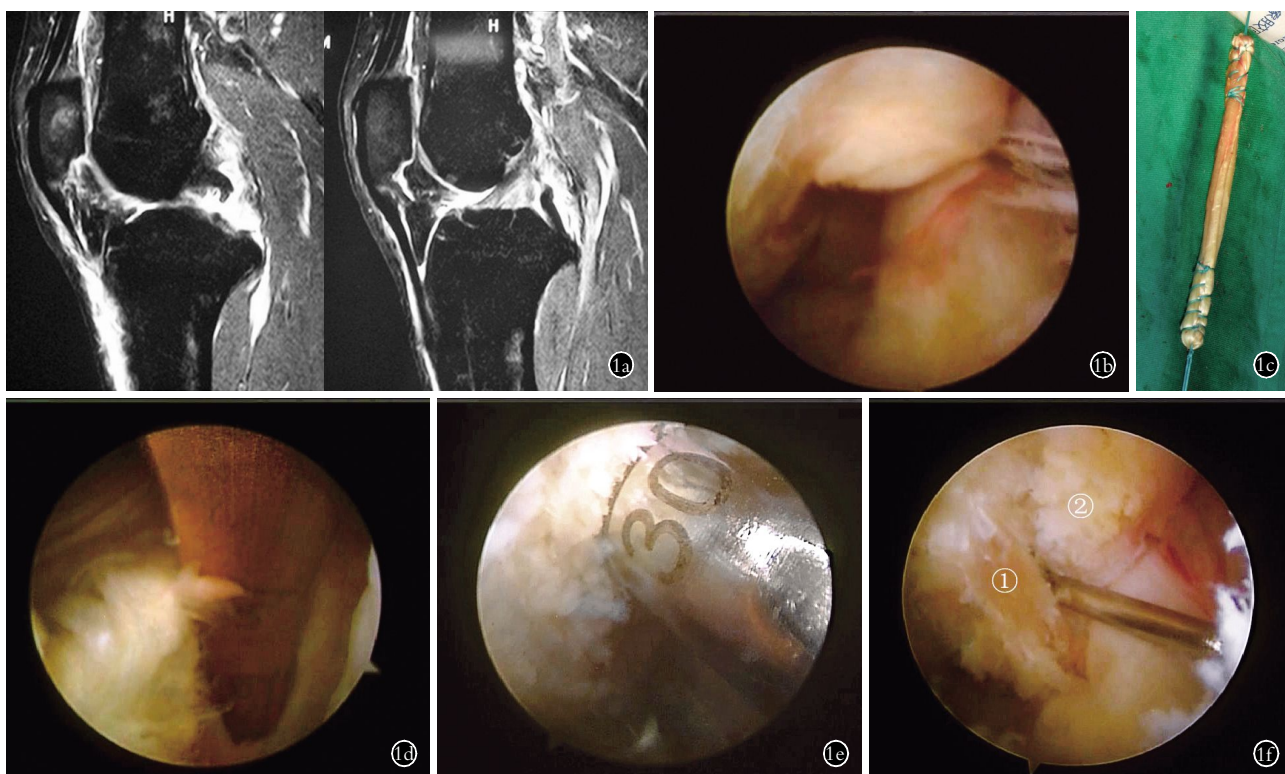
患者,男,36岁,PCL断裂 1a.术前MRI示PCL断裂 1b.关节镜下PCL断裂 1c.自体腘绳肌腱 1d.PCL胫骨止点 1e.PCL股骨隧道建立 1f.PCL保残重建术后。①:重建韧带;②:PCL残端
